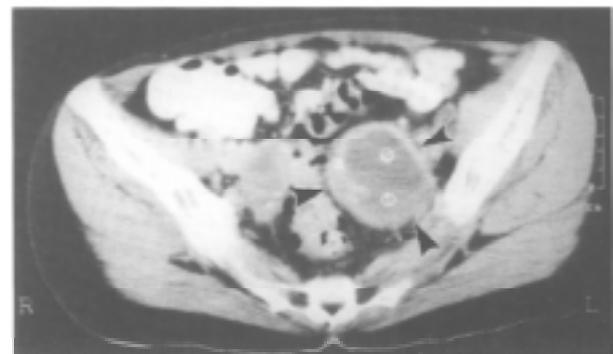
Tomografía axial computarizada con contraste oral y endovenoso. Ovario izquierdo con imagen quística, heterogénea, con calcificaciones. Las tres flechas señalan los márgenes de la masa ovárica.
